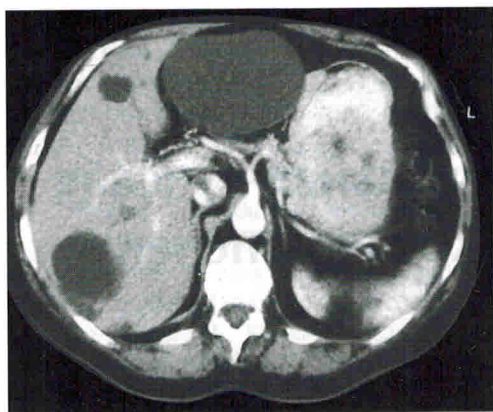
Кисты обеих долей печени. Содержимое кист однородное, низкой плотности, стенки тонкие, практически не дифференцируются на компьютерных томограммах.
